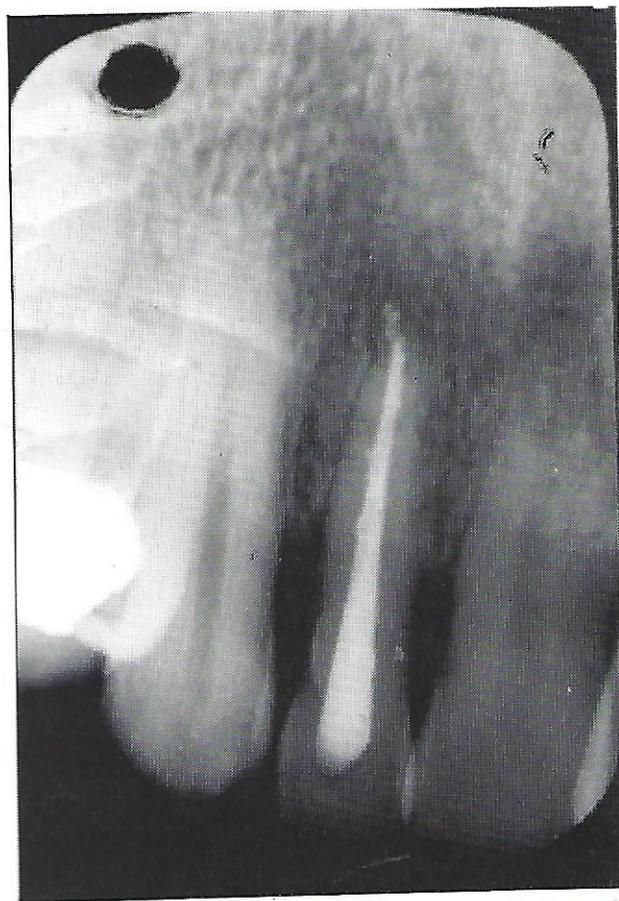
Radiografia pós-operatória, nove meses após o tratamento (16/09/87).
